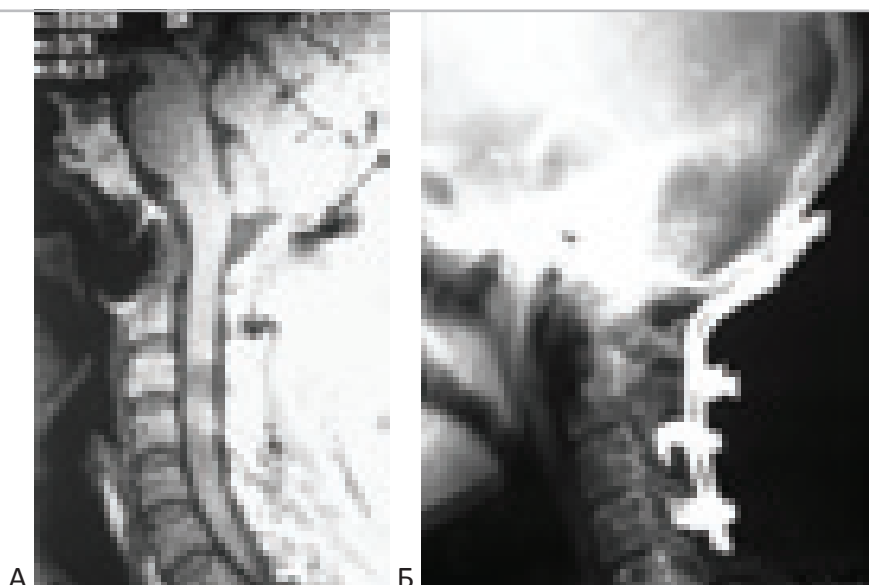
Контрольные исследования после операции – окципитоспондилодез и трансоральное удаление хордомы ската и C1-C2-позвонков. “А” – МРТ через 2 месяца после операции. Тотальное удаление опухоли. “Б” – рентгенограмма в боковой проекции. Правильное положение стабилизирующей системы.
